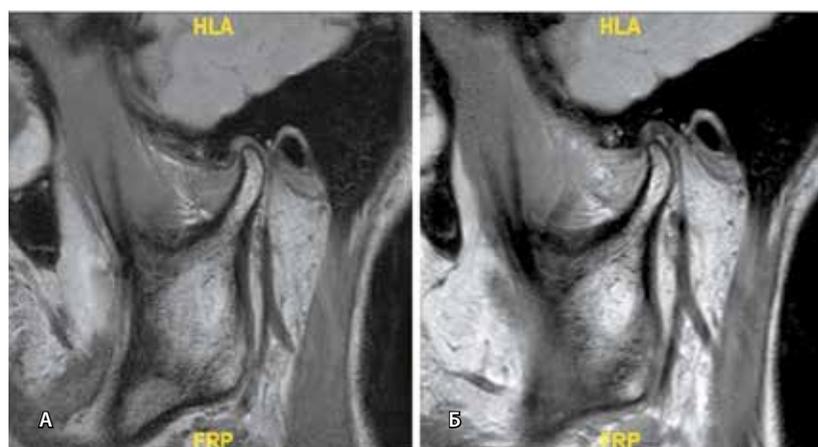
Магнитно-резонансная томограмма, выполненная до (А) и после (Б) артроскопической репозиции диска
